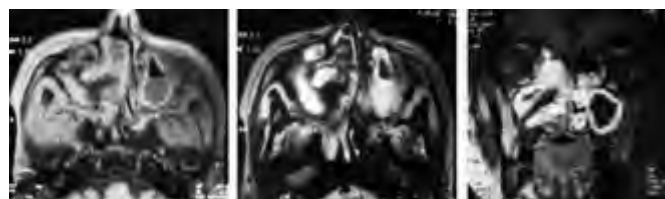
IRM du massif facial.
